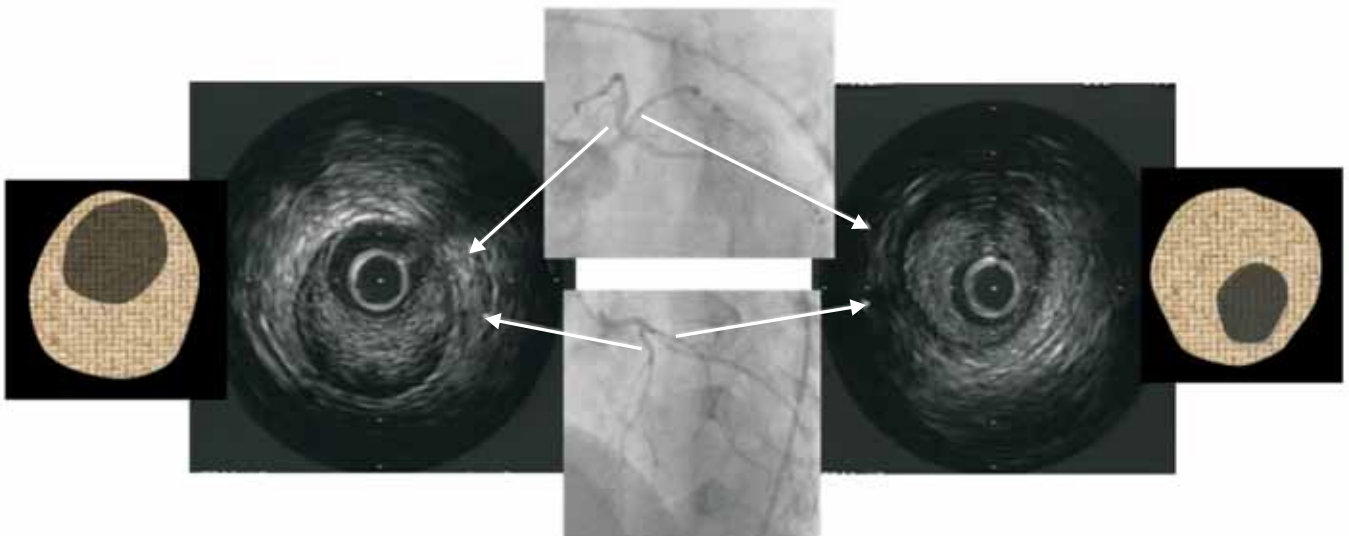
Angiografía coronaria y ultrasonido intracoronario, este último con evidencia de lesiones fibrolipídicas significativas.
